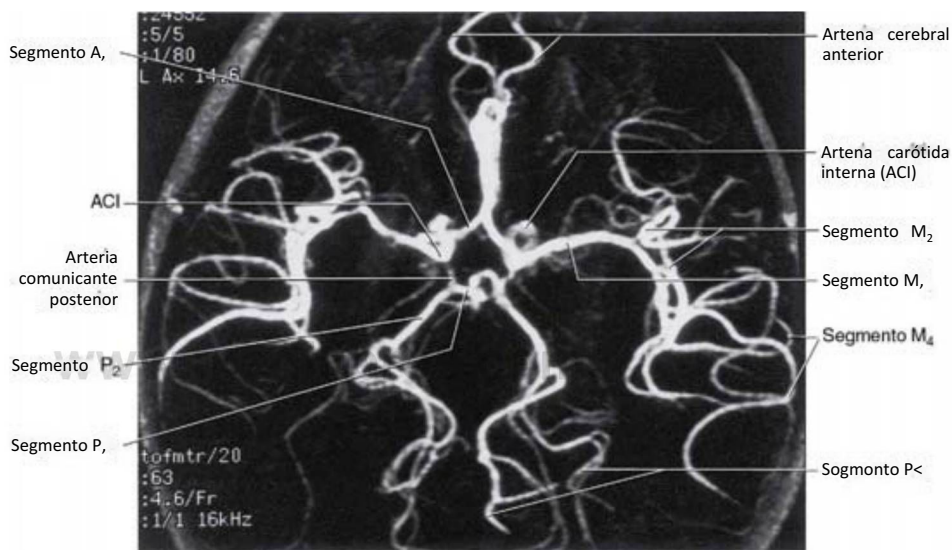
Angiografía por resonancia magnética que muestra la disposición del círculo arterial cerebral (polígono de Willis) y sus ramas principales. Compárese con la figura 8-6.
